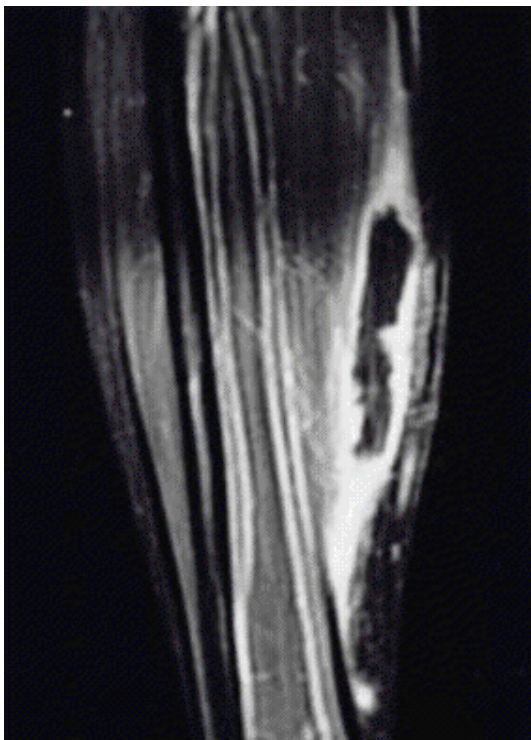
MRI Gadolinium-enhanced T1W1 shows myositis with abscess formation within medial head of right gastrocnemius muscle.
